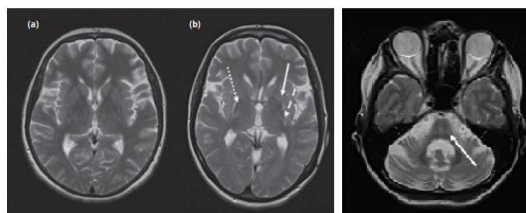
Imágenes axiales de RM potenciadas en T2 a nivel estriatal
